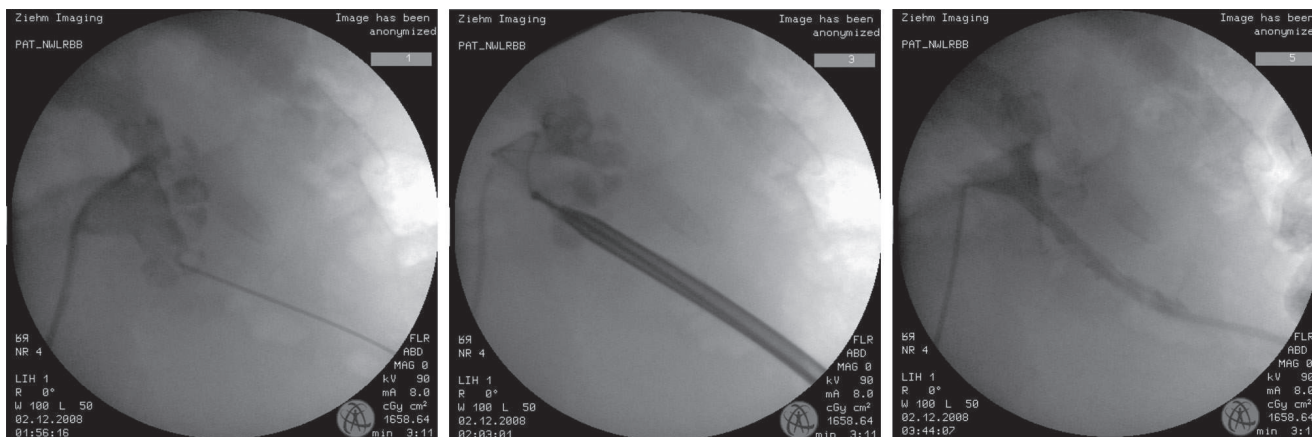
Интраоперационная рентгенограмма (С-дуга) при ПНЛП справа
